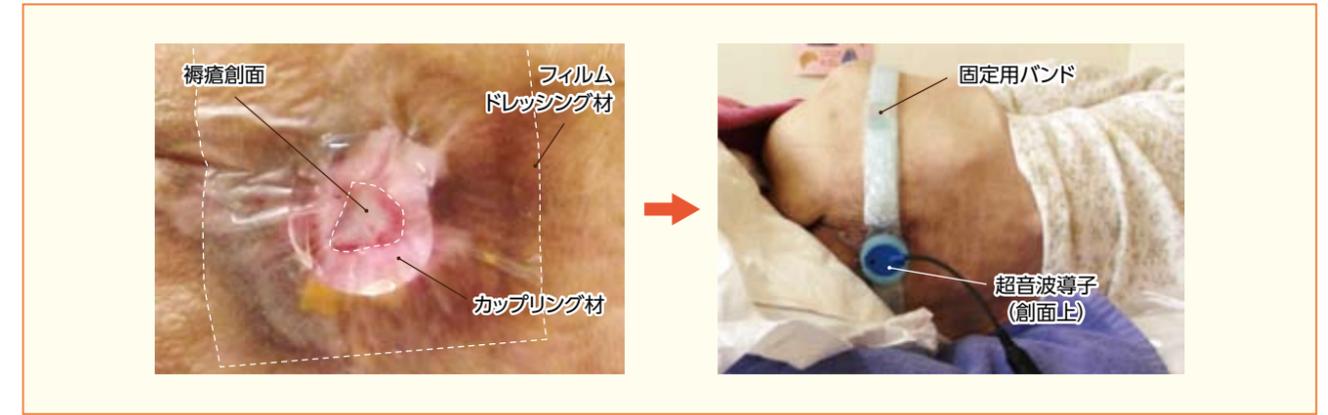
フィルムドレッシング材を使用した固定法による超音波照射（文献¹⁰⁾より改変）
